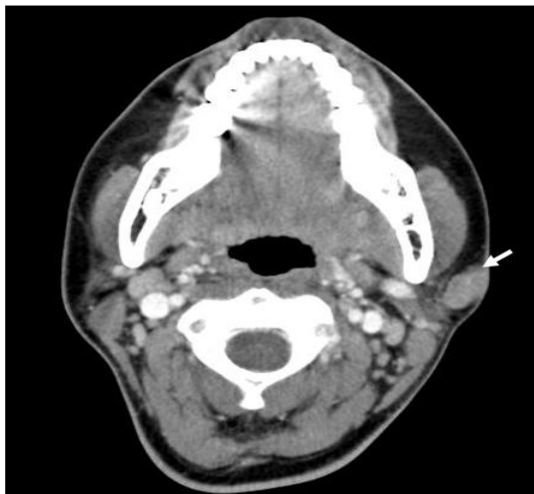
Computed tomographic findings of mass in left periauricular region(white arrow).
